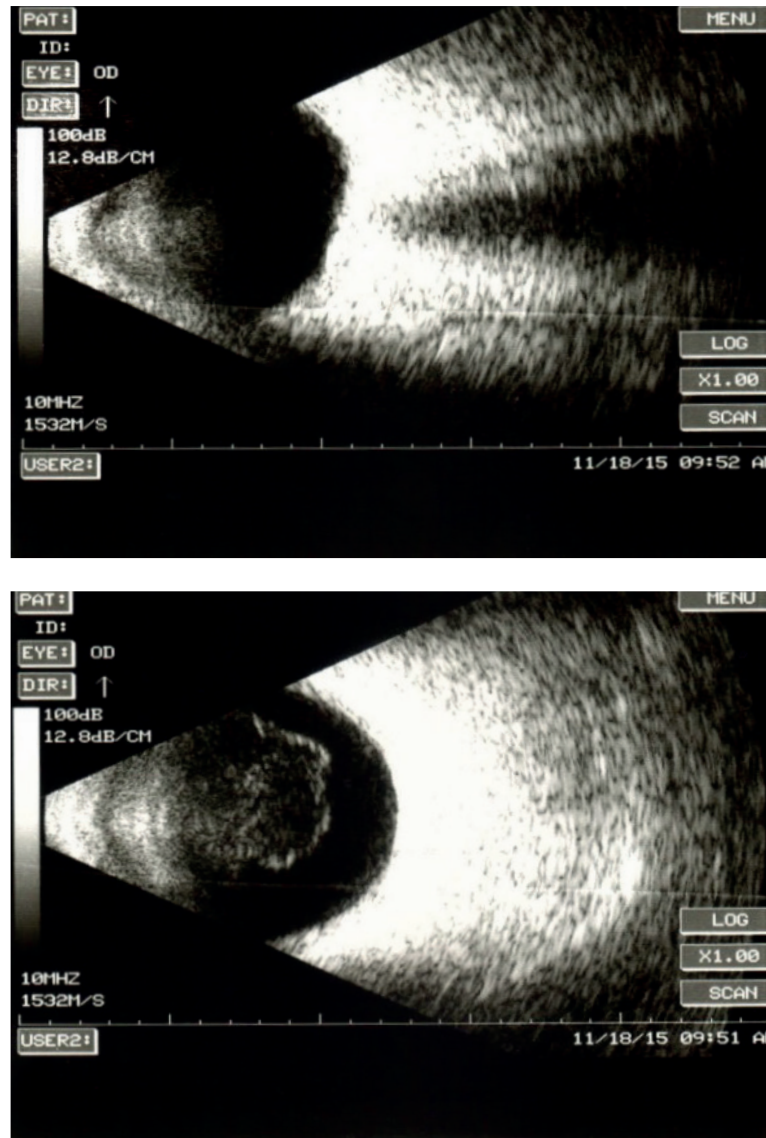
Данные УЗИ больного с деструкцией стекловидного тела через 2 недели после начала приема препарата Витро Кап
